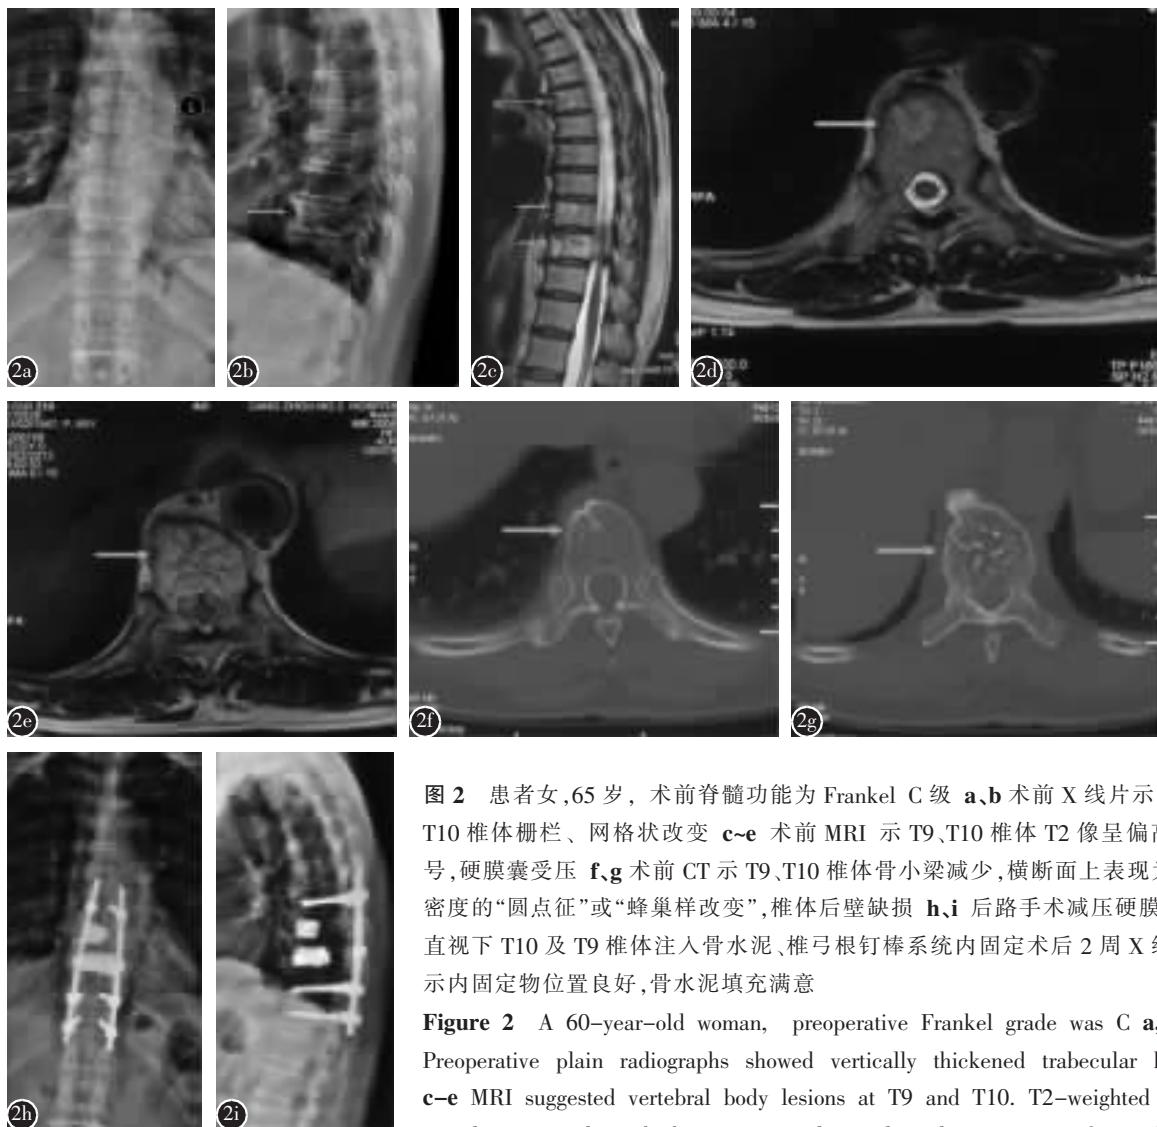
患者女,65岁,术前脊髓功能为Frankel C级 a,b术前X线片示T9、T10椎体栅栏、网格状改变 c~e术前MRI示T9、T10椎体T2像呈偏高信号,硬膜囊受压 f,g术前CT示T9、T10椎体骨小梁减少,横断面上表现为高密度的“圆点征”或“蜂巢样改变”,椎体后壁缺损 h,i后路手术减压硬膜囊、直视下T10及T9椎体注入骨水泥、椎弓根钉棒系统内固定术后2周X线片示内固定物位置良好,骨水泥填充满意
